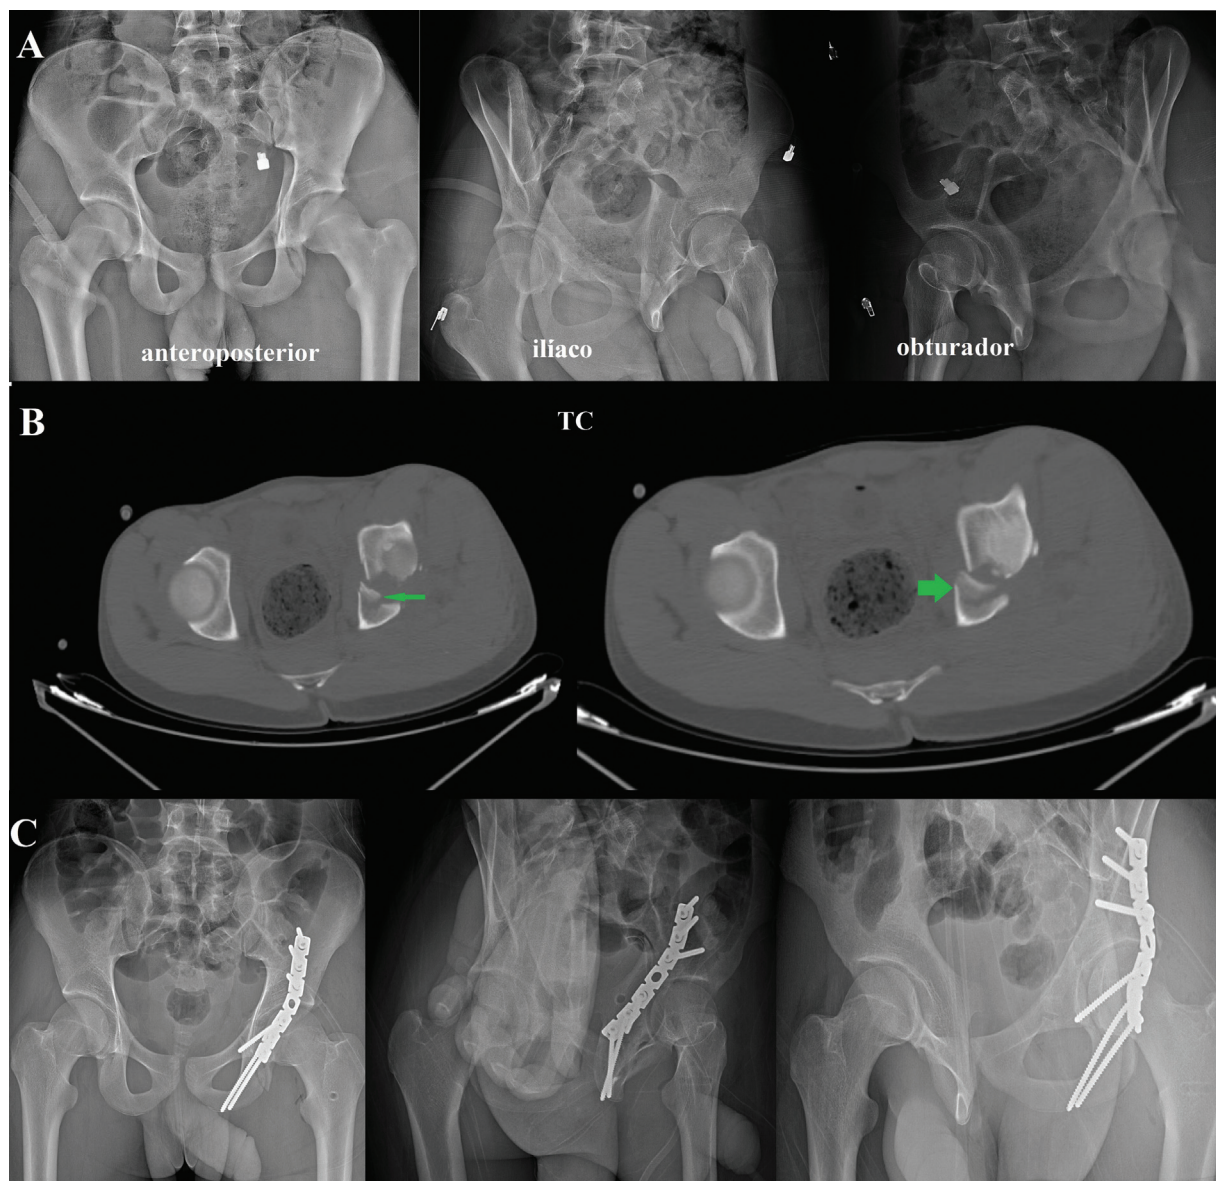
Paciente B: diagnosticado como fratura posterior da coluna. (A e B) Radiografias simples pré-operatórias e tomografia computadorizada (ponta de seta verde aponta para o segmento impactado). (C) Radiografias pós-operatória simples da pelve.
